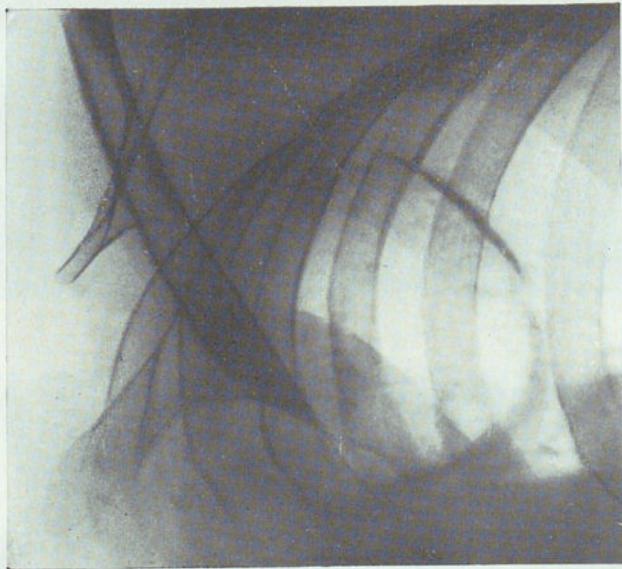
Radiografía del 20-V-39. Gran cavidad del lóbulo superior izquierdo. En este día se comienza el drenaje.
